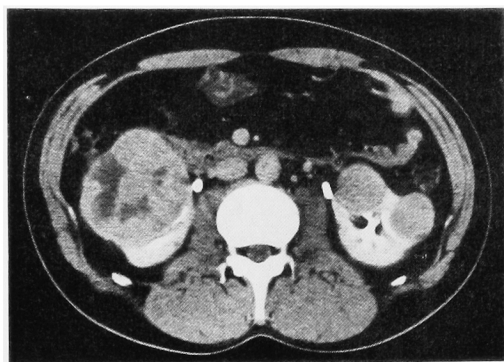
Enhanced CT scan demonstrates bilateral renal tumors.
